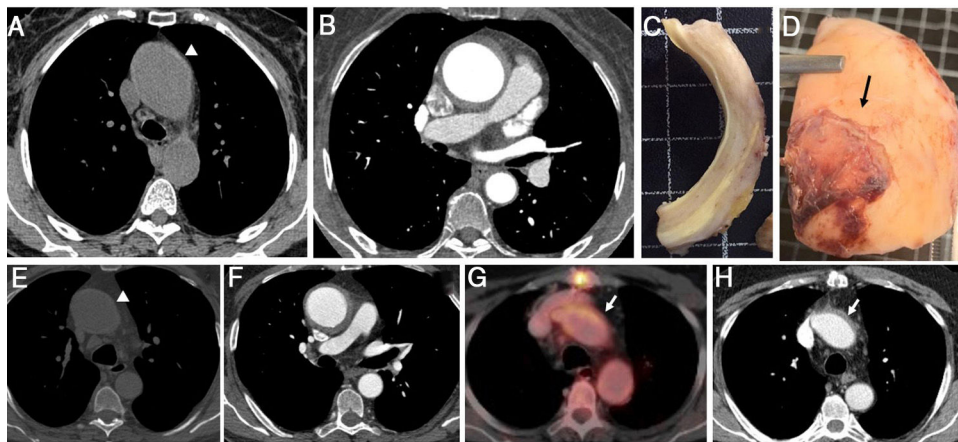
Serie de piezas anatómicas y de imágenes obtenidas mediante tomografía correspondientes a 2 pacientes con aortitis que parecía un hematoma intramural aórtico (A-H). A-E: corte de tomografía computarizada (TC) sin contraste en el que se observa el engrosamiento hiperatenuado de la pared de la aorta que afecta a la aorta ascendente (punta de flecha). Engrosamiento circular hipointenso de la pared de la aorta que afecta a la aorta ascendente (B y F) y desplazamiento del calcio de la íntima (F). Imágenes macroscópicas de la aorta ascendente extirpada en las que puede verse un engrosamiento marcado de la pared de la aorta sin hemorragia intramural (C) y una importante periaortitis (flecha) (D). TC posterior a la intervención quirúrgica y cortes de la TC o la tomografía por emisión de positrones con ¹⁸F-fluorodesoxiglucosa en los que el arco aórtico muestra una pared engrosada con captación de fluorodesoxiglucosa (flecha) (G y H).
